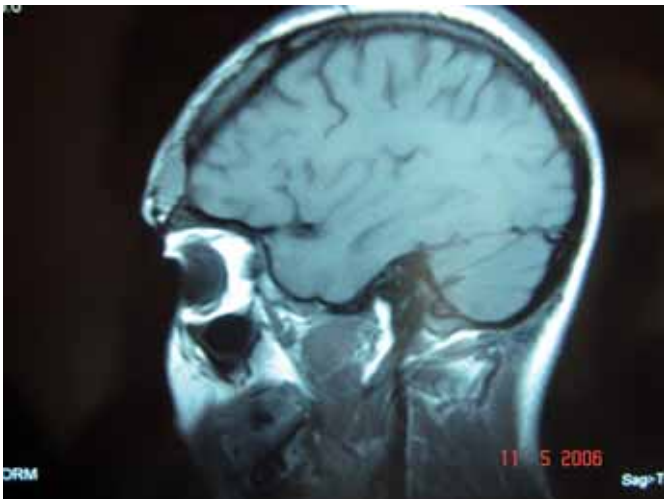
Caso 1, Resonancia Magnética a los 12 meses.
